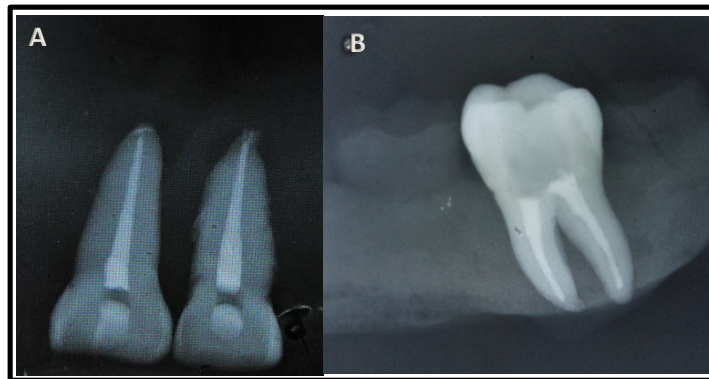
Fase final del tratamiento de endodoncia. A) Órgano Dentario 11 y 21 y B) Órgano Dentario 47. Radiografías tomadas durante el estudio.
